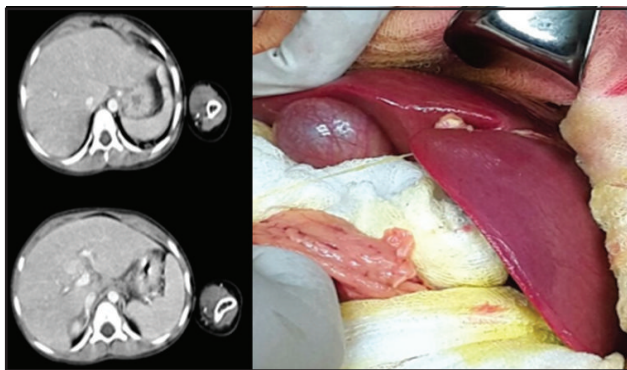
TAC y Hallazgo operatorio: Hígado con Insuficiencia hepática fulminante de la receptora.
